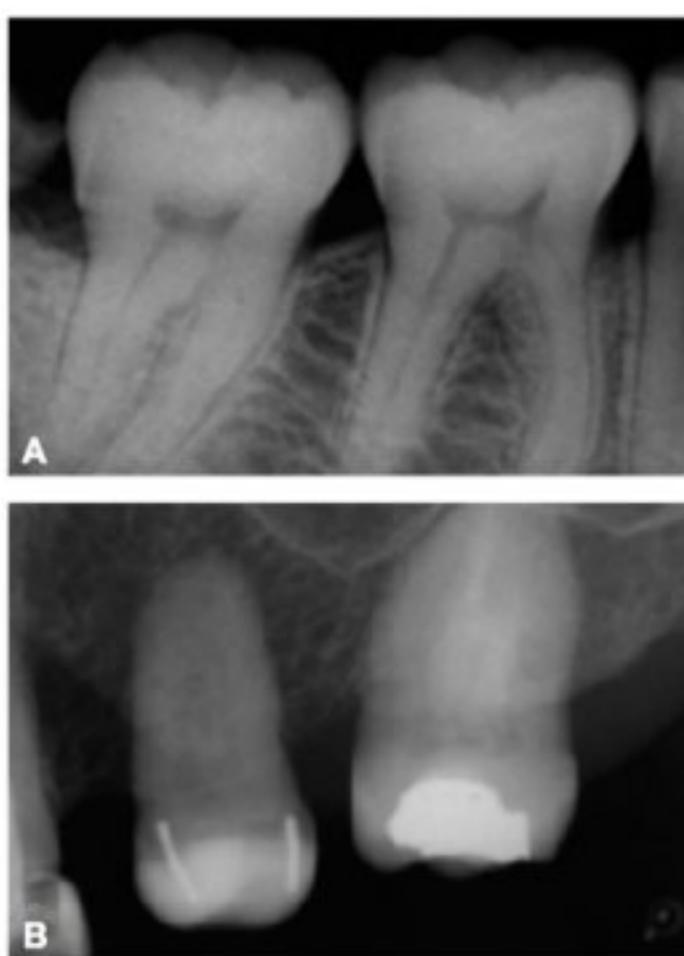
Radiografias de dentes com raízes com diferentes configurações anatômicas e inclinações. (A) Raízes múltiplas, divergentes e com excelente inserção óssea. (B) Raízes fusionadas e convergentes.
